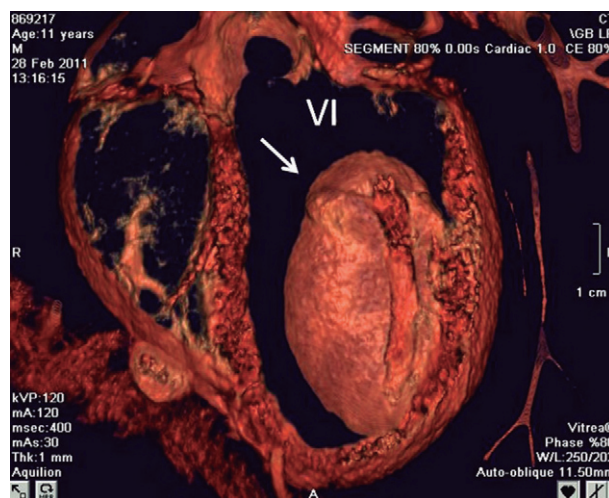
Angiotomografía computada multidetector con reconstrucción 3D *volume rendering*, vista de 5 cámaras con extracción de contraste para una mejor visualización de las paredes del quiste (VI: ventrículo izquierdo; flecha: quiste hidatídico).
